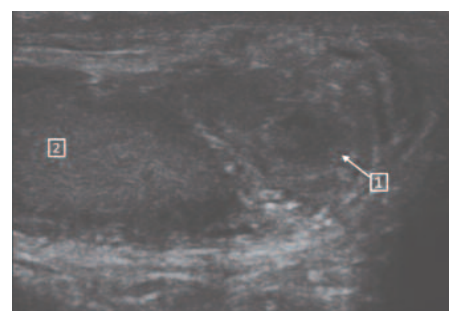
УЗИ мошонки. 1 – формирующийся абсцесс хвоста придатка правого яичка, 2 - яичко
